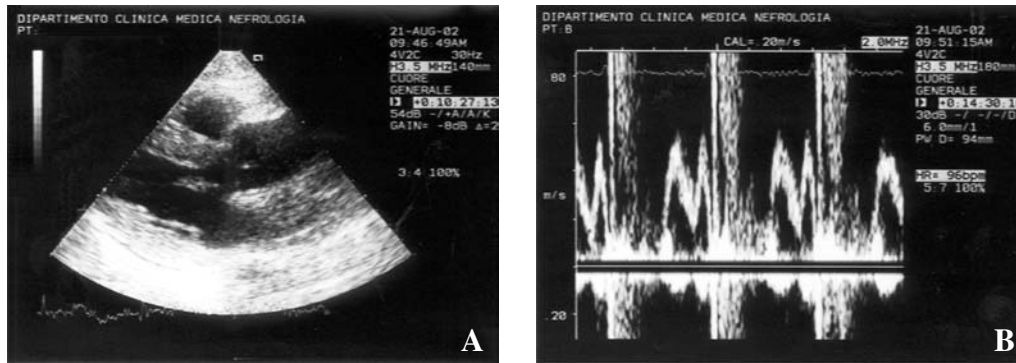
Ecocardiogramma di un giovane di 40 anni, affetto da amiloidosi familiare, ricoverato per diarrea profusa accompagnata da grave ipotensione ortostatica. Nella sezione parasternale asse lungo si nota l'ispessimento parietale concentrico del ventricolo sinistro con la caratteristica ecogenicità a lucentezza granulare e il lieve distacco dei foglietti pericardici (A). All'analisi Doppler del flusso transmitralico, pattern con rapporto E/A conservato (B).
